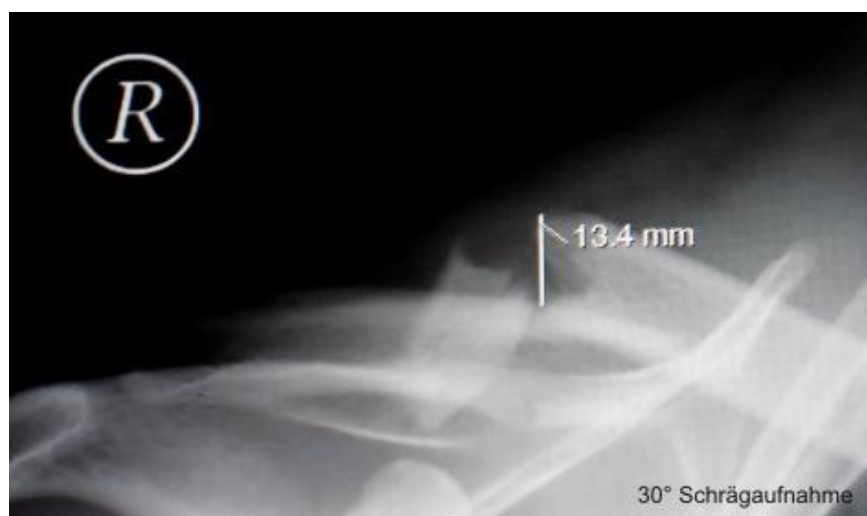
Röntgenbilder eines Patienten in zwei Ebenen
